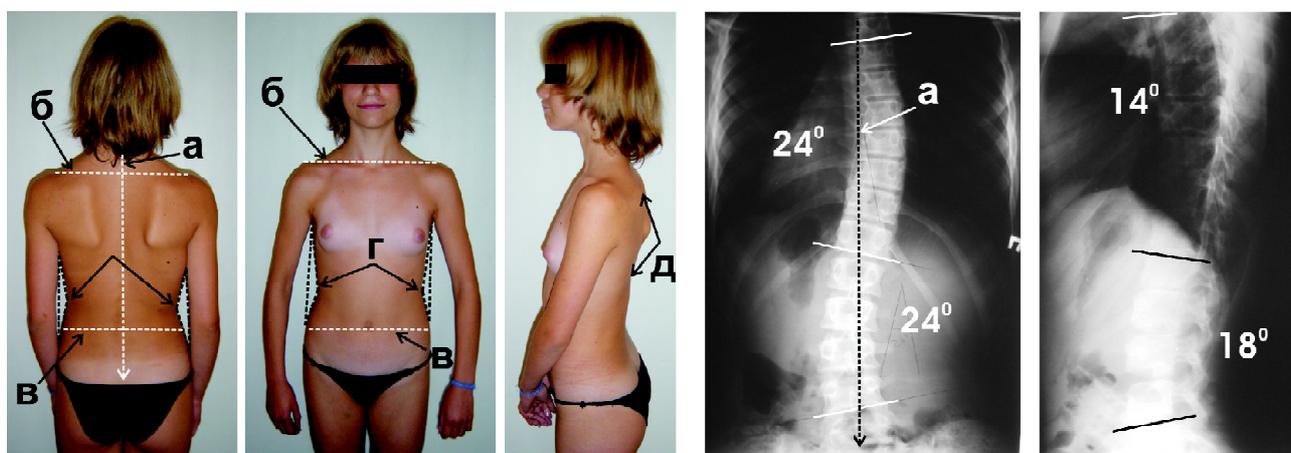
Второй тип осанки. (а) — перпендикуляр, опущенный вниз от проекции вершины остистого отростка С<sub>7</sub> позвонка, указывает на компенсированность туловища; (б) и (в) — линии, проведенные через акромиальные концы ключиц и симметричные тазовые выступы, иллюстрирующие вертикальную устойчивость туловища в горизонтальной плоскости; (г) — асимметричность треугольников талии, указывающая на наличие деформации; (д) — фиксированное уплощение спины («симптом куклы» Лоренца). На рентгенограммах определена сколиотическая деформация позвоночника комбинированного типа II степени тяжести с основной дугой на уровне Th<sub>5</sub>-Th<sub>12</sub> справа (24°) и Th<sub>12</sub>-L<sub>4</sub> слева (24°).
